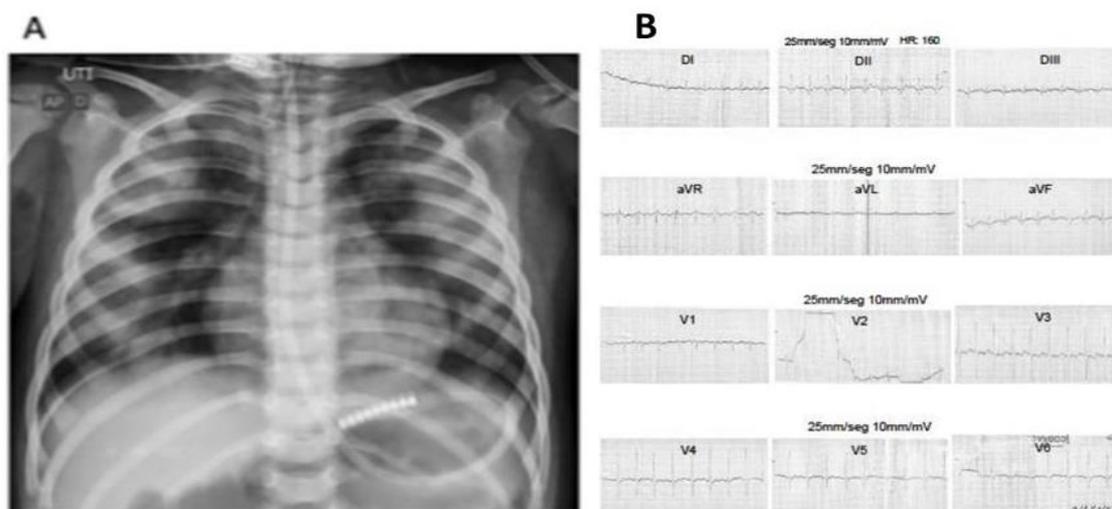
Casos graves de picada de escorpião com envolvimento cardíaco em crianças na Região Amazônica. A) Radiografia de tórax mostrando infiltrados pulmonares difusos e dados que mostram um tubo endotraqueal de uma criança de dois
